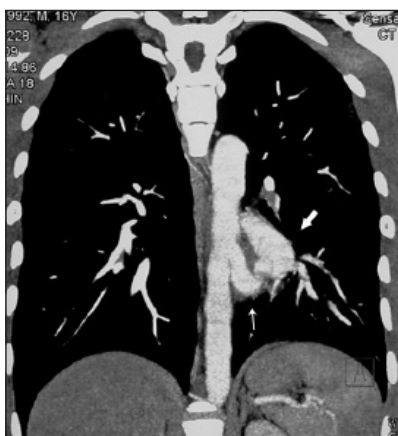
CT-Scanner thoracique avec contraste : en coupe frontale, visualisation de l'artère nourricière (petite flèche) aux dépens de l'aorte thoracique et de la malformation artério-veineuse (grande flèche).
